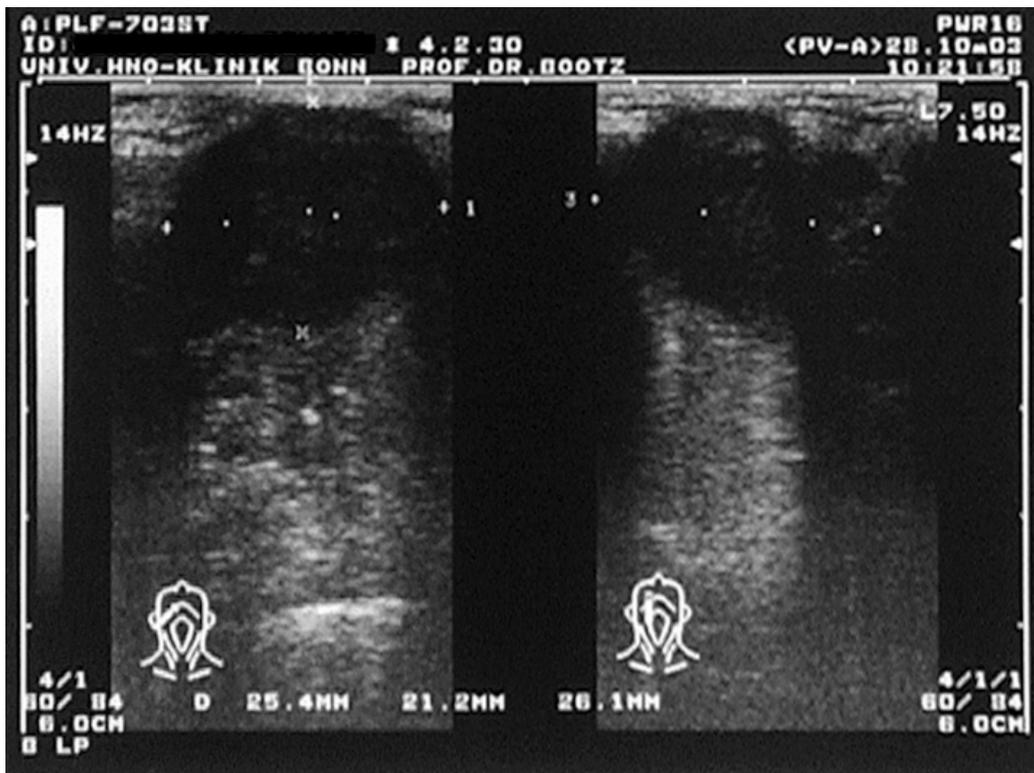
Abbildung einer sonographischen Untersuchung. Scharf begrenzte, echoarme Raumforderung im Bereich der rechten Gl. submandibularis. Die Ausdehnung beträgt hier 25,4mm x 21,2 mm x 26,1 mm.
